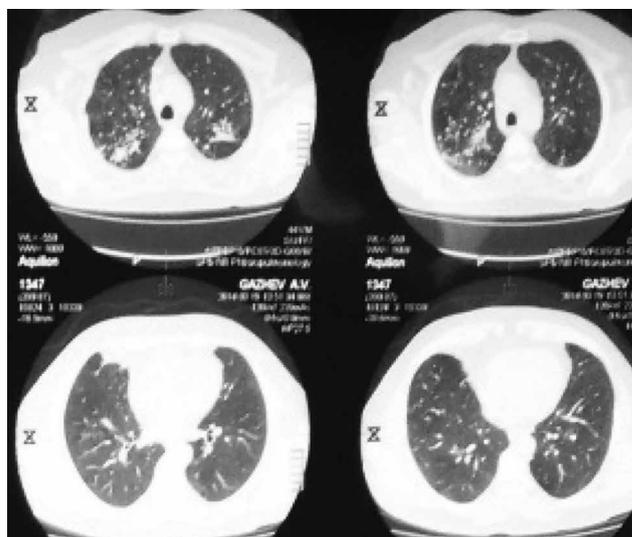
МСКТ грудной клетки пациента Г.В. от 19.03.2014 г.
